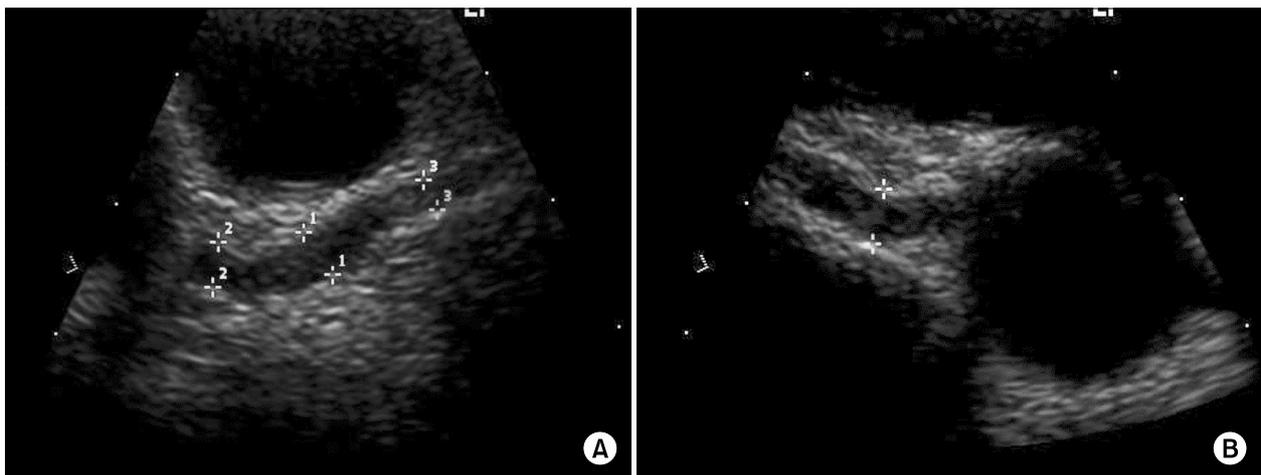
Echocardiogram revealed normal left ventricular size and contractility without any regional wall motion abnormalities. The aneurysm in the proximal left anterior descending artery (LAD) measured 4.6mm (A) and the one in the proximal right coronary artery (RCA) measured 5.7mm (B).
